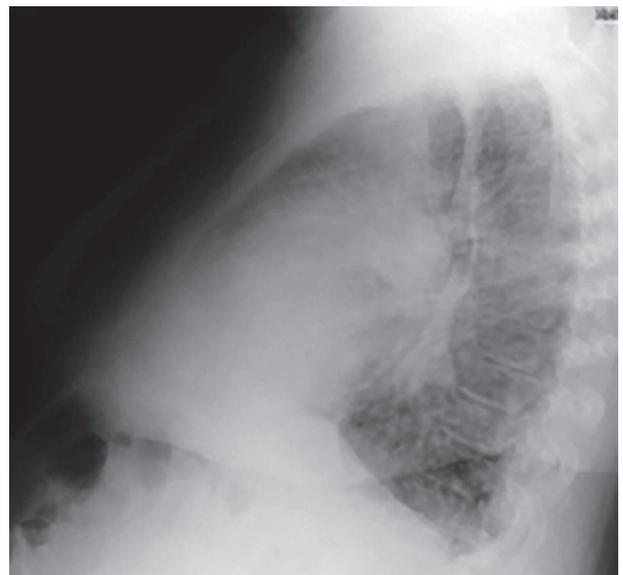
Radiografía lateral. Autorizado por el paciente.
